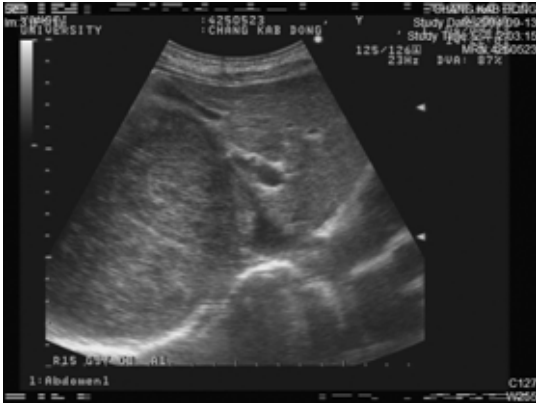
Abdominal ultrasonographic findings show a huge heterogenous mass.
